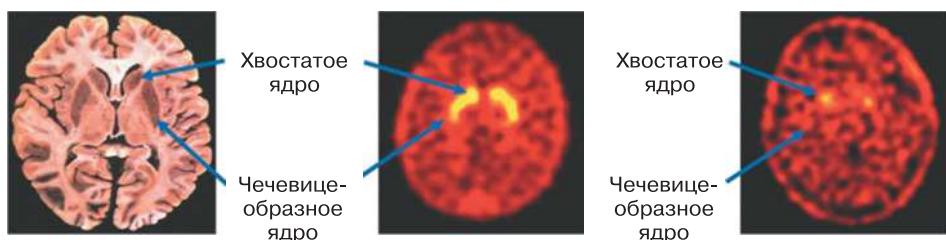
Транспортер возвращает дофамин в клетку происхождения. Протонно-резонансные томограммы меченых молекул переносчика дофамина. Отмечены хвостатое и чечевицеобразное ядра. Слева: анатомический фронтальный срез мозга на том уровне, на котором производилось исследование. В центре: томограмма нормального мозга с большим содержанием метки в хвостатом и чечевицеобразном ядрах. Справа: результат исследования мозга пациента с болезнью Паркинсона, вызванной отмиранием дофаминергических нейронов черного вещества, аксоны которых простираются далеко в передний мозг. Базальные ганглии, контролируемые нейронами черного вещества, участвующими в контроле моторной активности, которая нарушается при развитии болезни Паркинсона. (Источник: Newberg and Alavi, 2009.)
